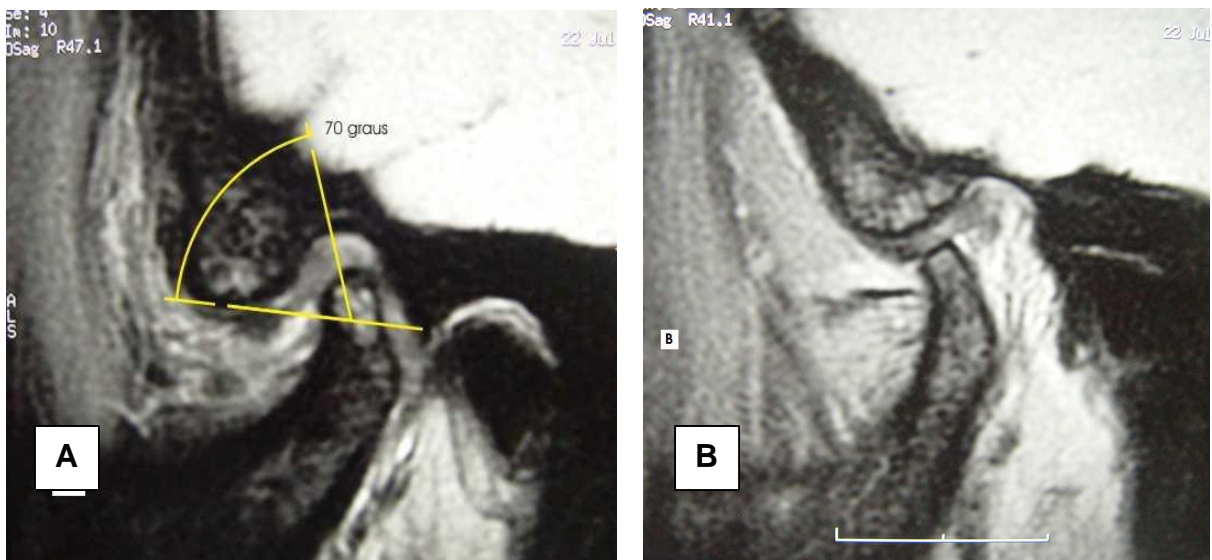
RM em cortes sagitais da mesma ATM da Figura 6.19 (Caso 16). A) Posição de boca fechada, com a banda posterior do disco situada a 20° (90° menos 70°) da linha de referência nas posições de boca fechada. B) Posição de boca aberta com o disco reduzido, interpondo-se entre cêndilo e eminência articular
